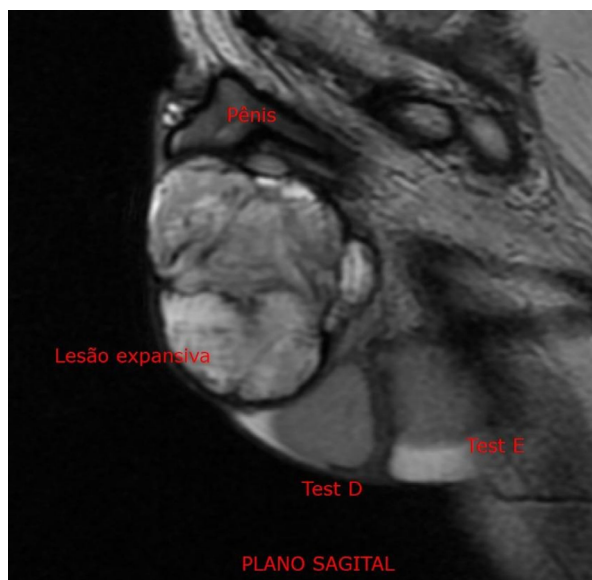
Lesão tumoral expansiva com contornos bem definidos, conteúdo hemorrágico, hiperproteico e septos de permeio em corte coronal de ressonância magnética.
